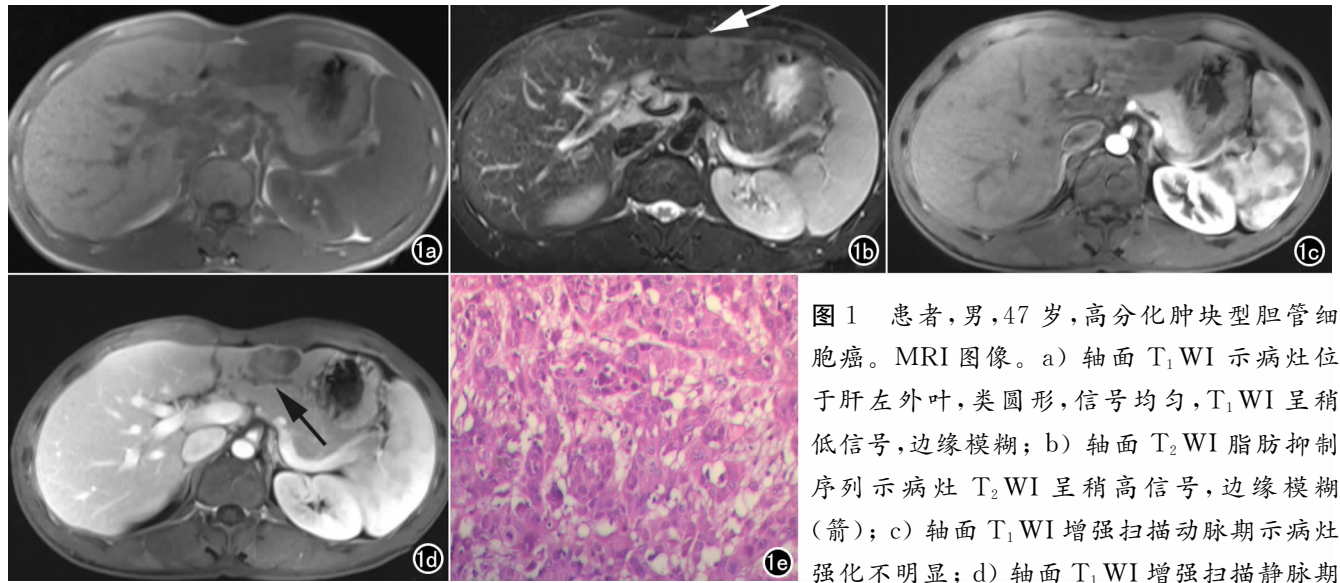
患者, 男, 47 岁, 高分化肿块型胆管细胞癌。MRI 图像。a) 轴面 T_1 WI 示病灶位于肝左外叶, 类圆形, 信号均匀, T_1 WI 呈稍低信号, 边缘模糊; b) 轴面 T_2 WI 脂肪抑制序列示病灶 T_2 WI 呈稍高信号, 边缘模糊(箭); c) 轴面 T_1 WI 增强扫描动脉期示病灶强化不明显; d) 轴面 T_1 WI 增强扫描静脉期
